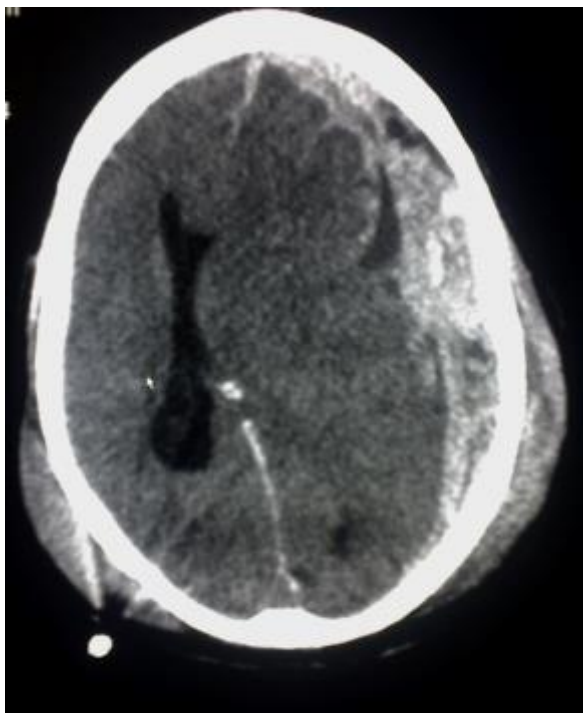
CT-Bild eines SDH mit Mittellinienverlagerung
